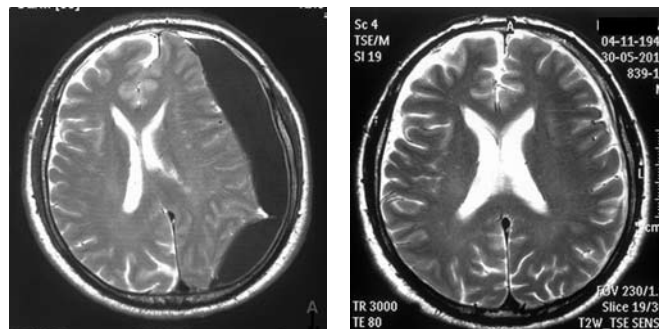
МРТ-динамика при минимально инвазивной хирургии ХСГ у 67-летнего больного. Режим T2. Видна обширная ХСГ, резко смещающая вправо боковые желудочки. Спустя 2,5 мес после дренирования — гематома полностью резорбировалась, четко визуализируются субарахноидальные пространства, нормализовались положение и форма боковых желудочков.
